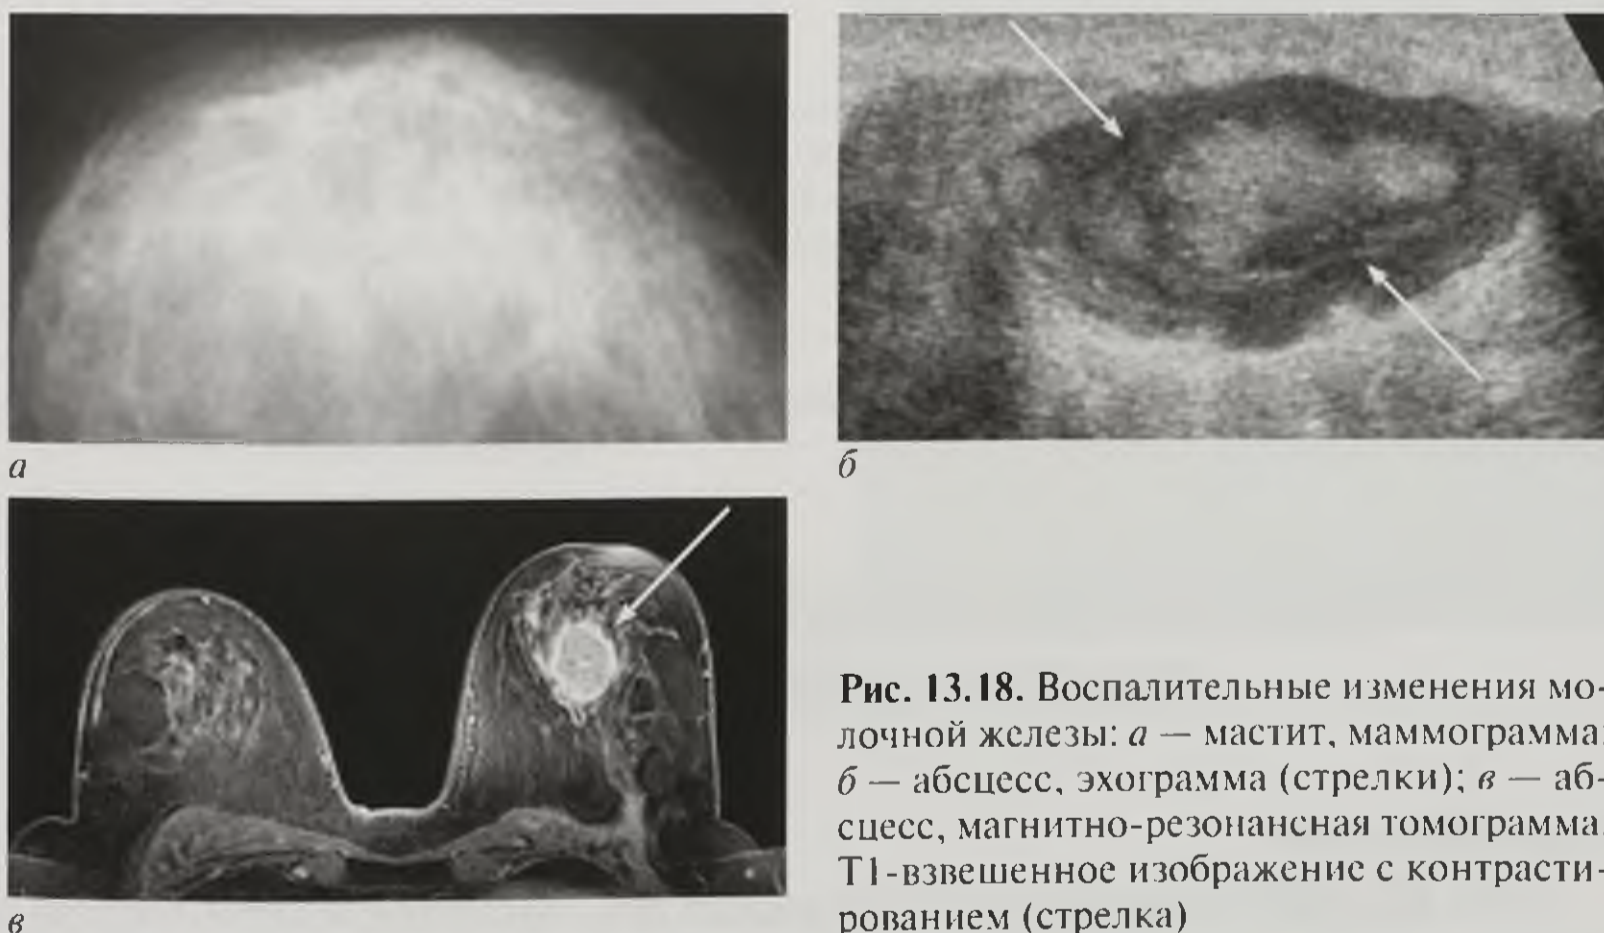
Воспалительные изменения молочной железы: *а* — мастит, маммограмма; *б* — абсцесс, эхограмма (стрелки); *в* — абсцесс, магнитно-резонансная томограмма, Т1-взвешенное изображение с контрастированием (стрелка)
